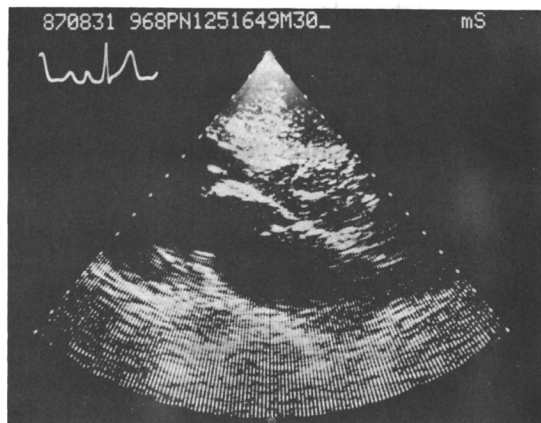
Two-dimensional parasternal long-axis view showing a marked redundancy and prolapse of the right coronary cusp into the left ventricular outflow tract during diastole.
